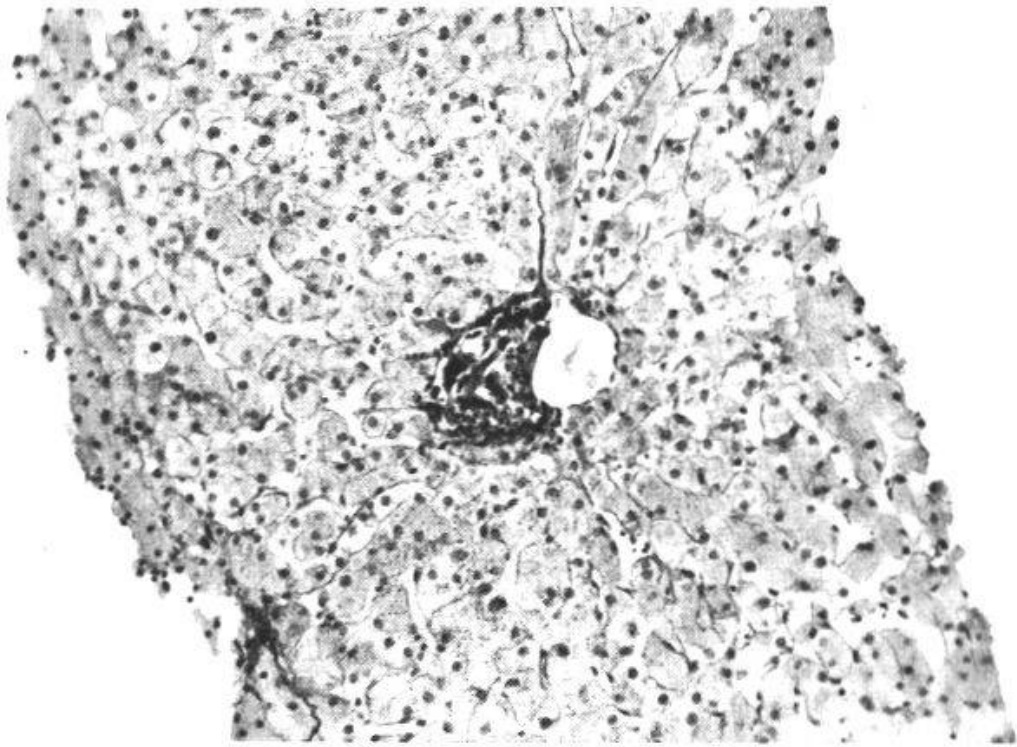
Patient H. L. Geringe unspezifische reaktive Hepatitis mit zellulärer Reaktion in einem portalen Feld. Seit 21 Jahren Oberbauchbeschwerden re, röntgenologisch Solitär-Gallenstein. P.c.P. Stad. III.
